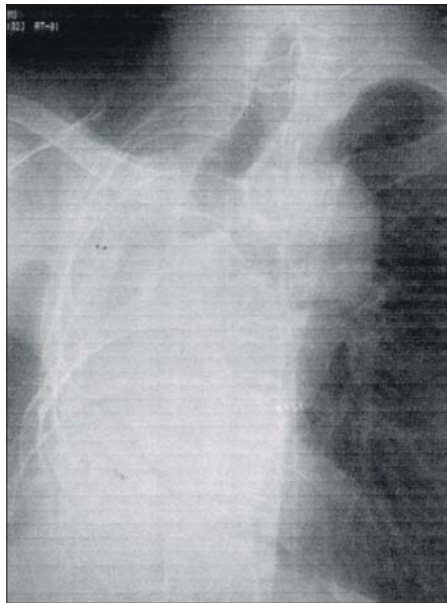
Preoperative chest X-ray revealing compensatory hyperinflation of left lung and severe right-sided tracheal deviation.
